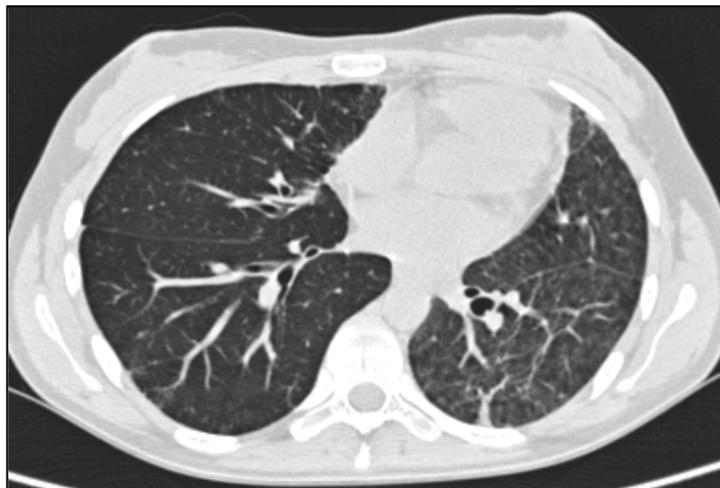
КТ органов грудной клетки 22.04.2014 г., 51 день ПХТ.
